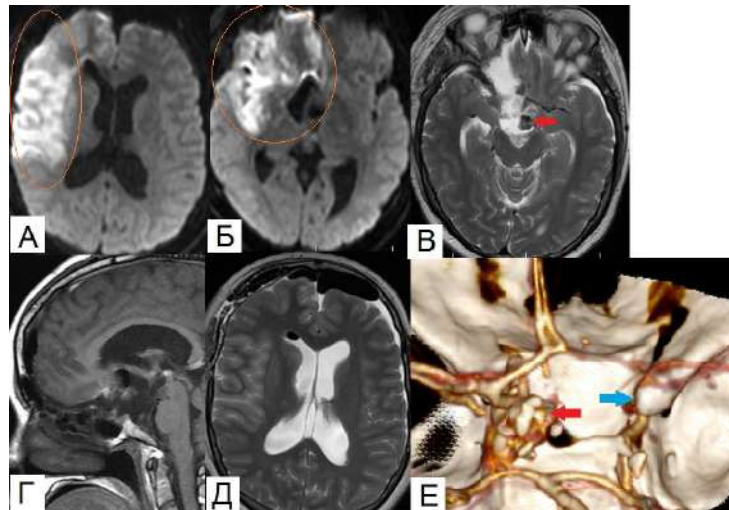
МРТ и СКТ - АГ первые сутки после операции. Желтым цветом выделена зона ишемии по бассейну правой СМА. Синей стрелкой указан спазм супраклиноидного отдела правой ВСА на уровне офтальмического сегмента.
